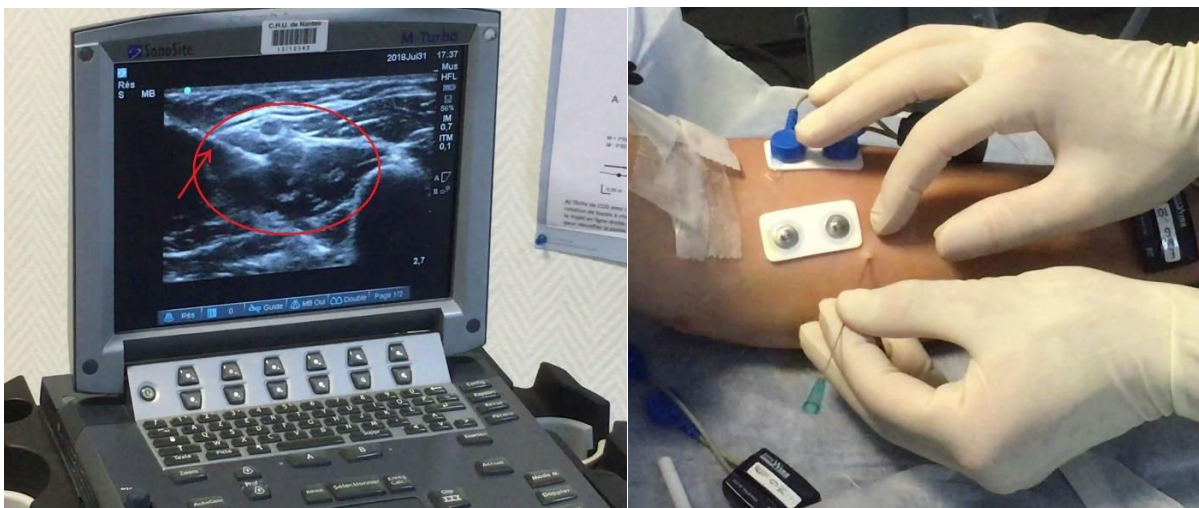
Insertion des électrodes iEMG dans le rond pronateur. L'aiguille est visible par échographie (flèche rouge).
